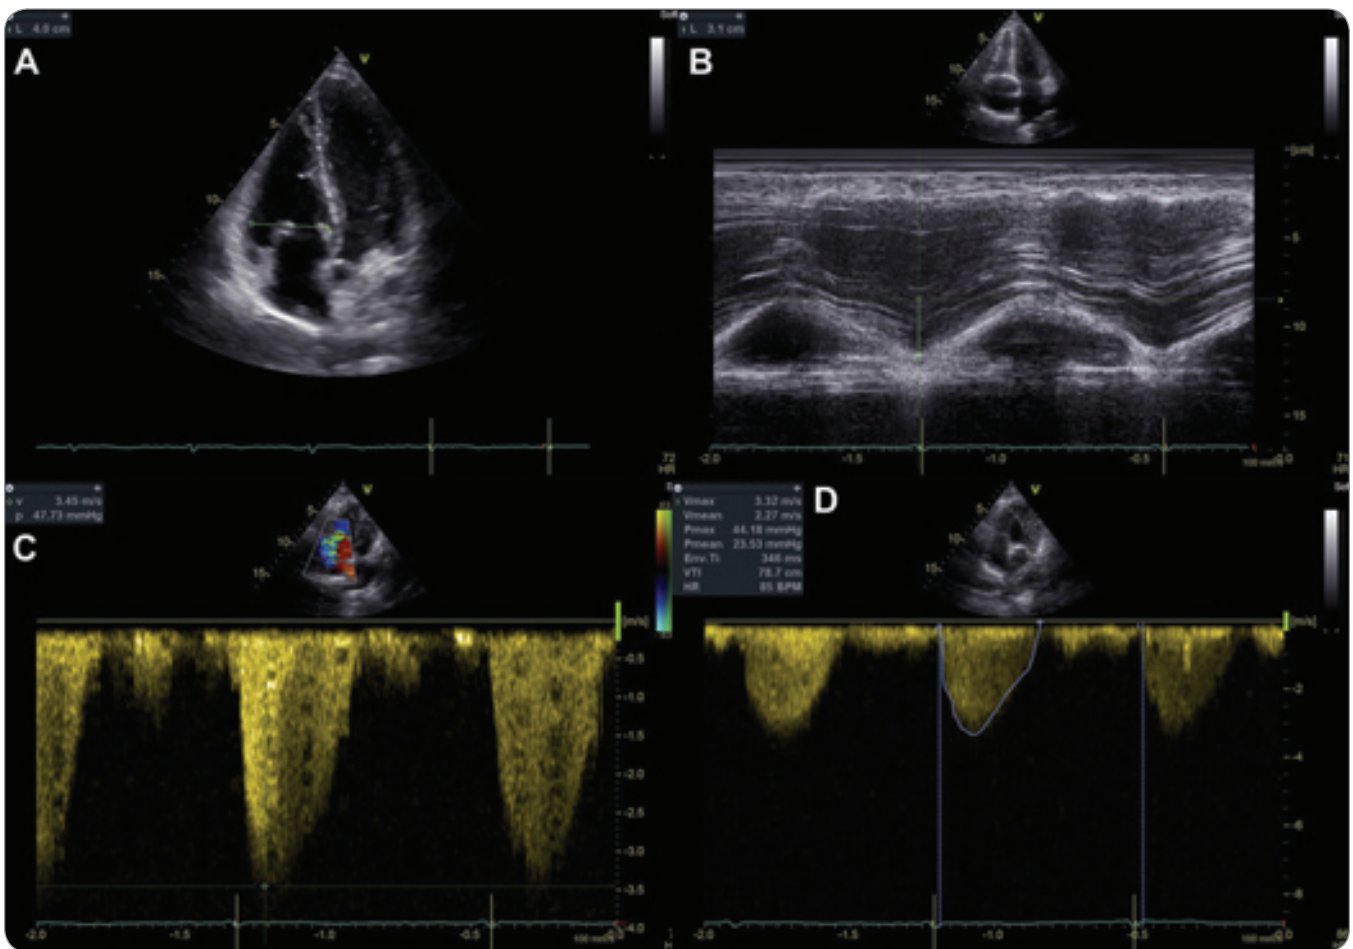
Transthoracic echocardiography at baseline. A) Non-dilated right ventricle and atrium in the apical four-chamber view, the tricuspid valve with thickened and restricted leaflets; B) normal tricuspid annular plane systolic excursion; C) continuous wave Doppler profile of moderate tricuspid regurgitation; D) continuous wave Doppler profile of moderate pulmonary stenosis.
